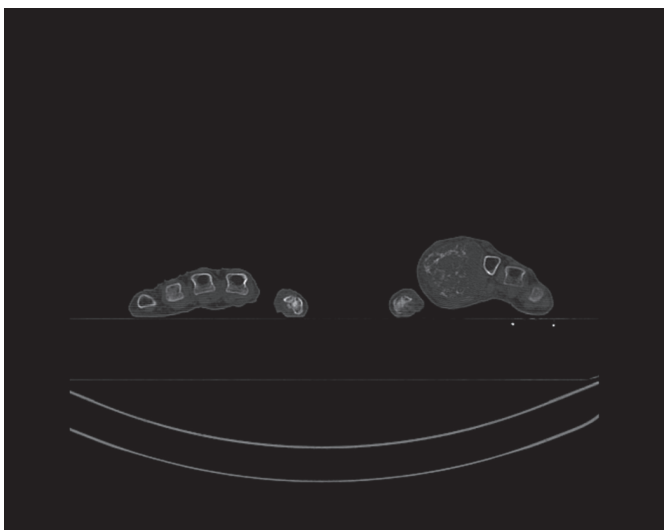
СКТ обеих кистей до операции
